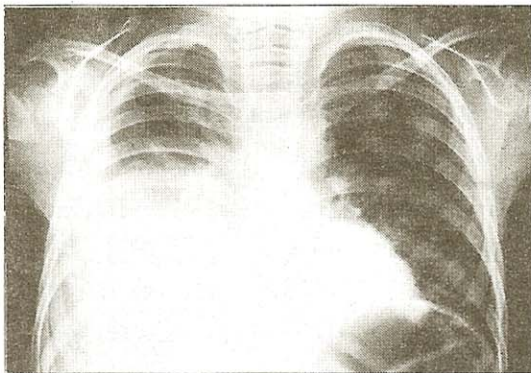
Chest X-ray on admission showed large amount of right pleural effusion and pneumonic infiltration on both lower lobe.
